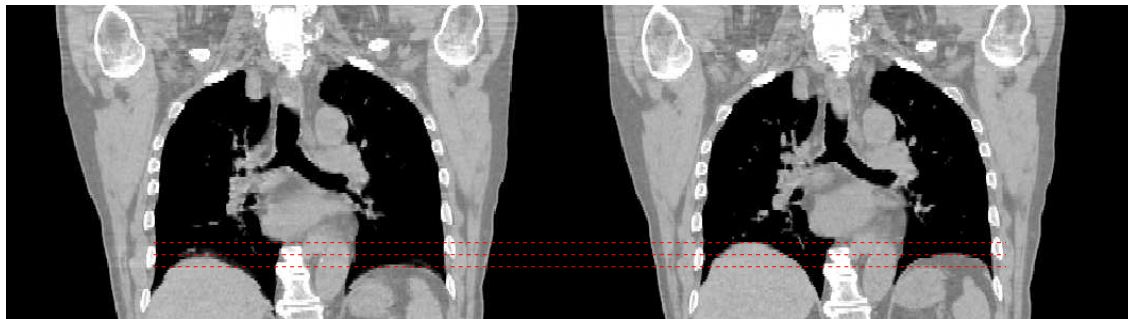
Amplitude du mouvement respiratoire. Deux images TDM d'un même patient prises à deux instants différents du cycle respiratoire. Les lignes rouges en pointillés illustrent les décalages des poumons entre les différents instants du cycle respiratoire.
